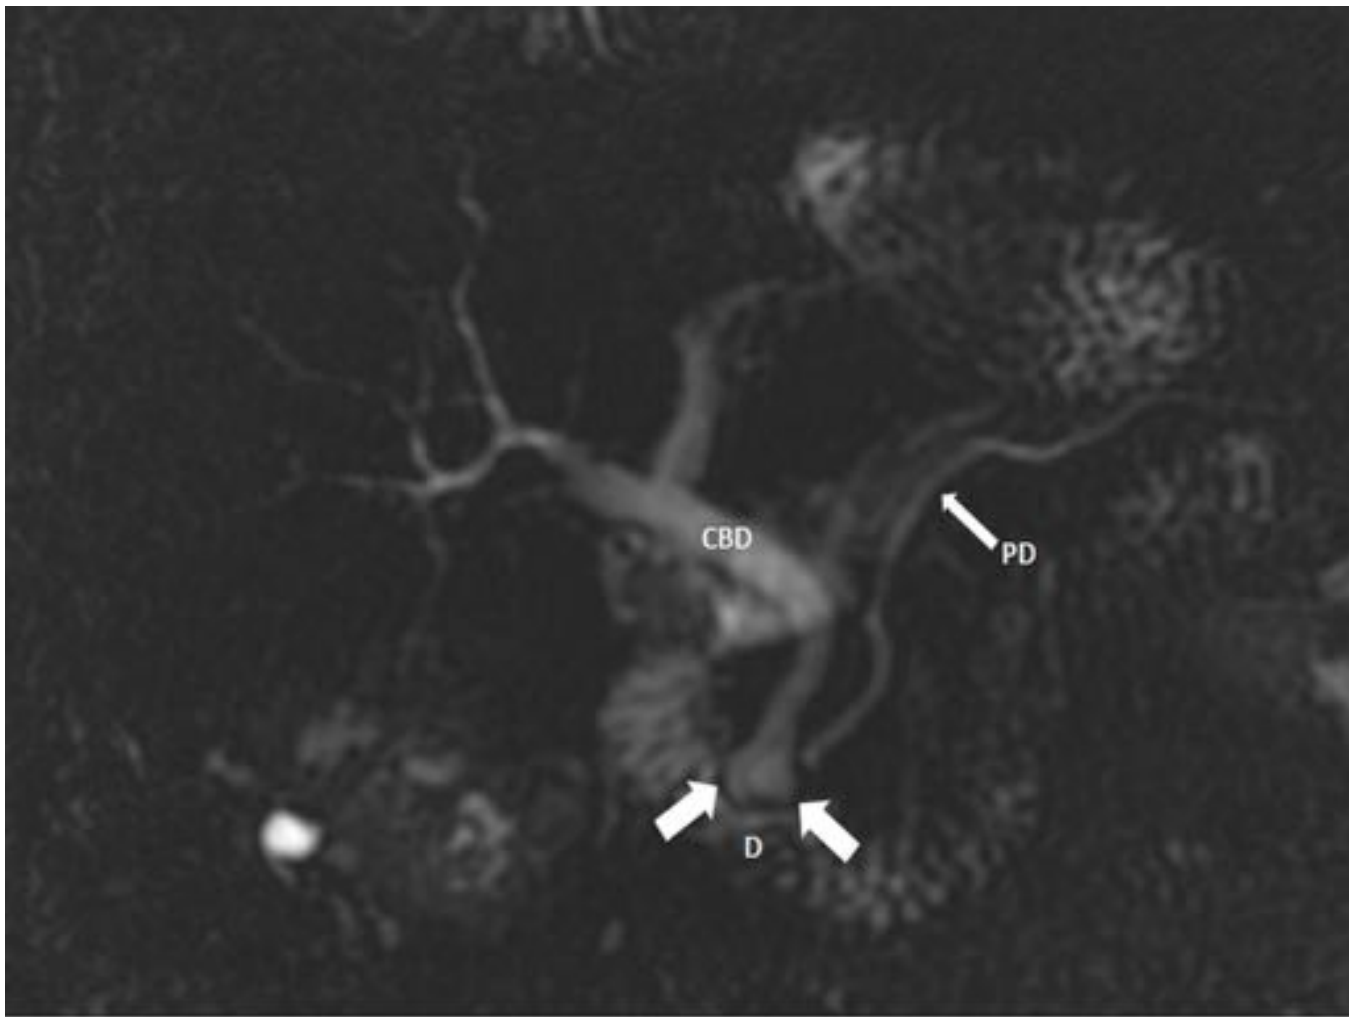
Imagen de colangiografía RM. Colédococele (flechas) que protruye en el duodeno (D). Conducto biliar común (CBD) y conducto pancreático (PD).
